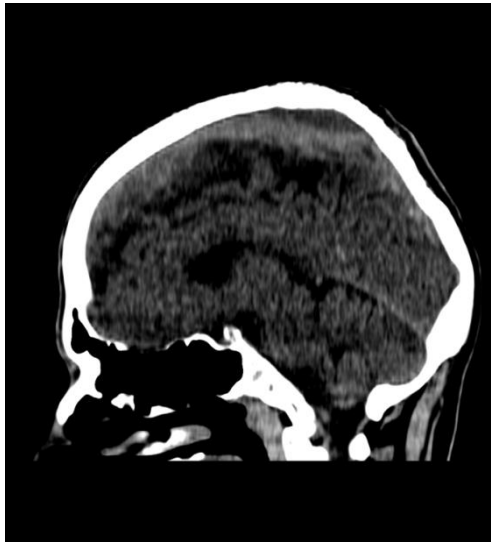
Tomografia komputerowa głowy pacjenta z dnia 23-09-2013*
